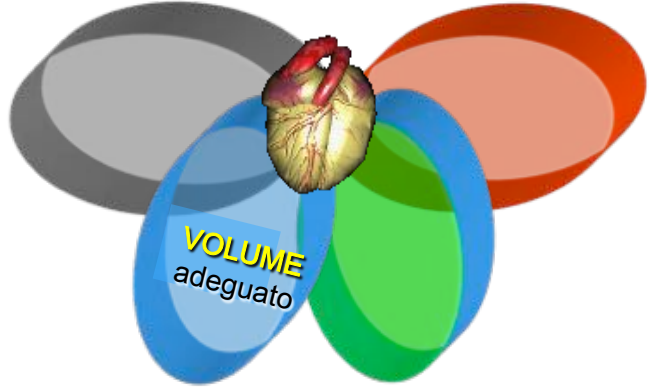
RUSH step 2. Evaluation of the tank. IVC exam, inferior vena cava; FAST views (Focused Sonography in Trauma), right upper quadrant, left upper quadrant and suprapubic; lung exam, pneumothorax and pulmonary edema.
